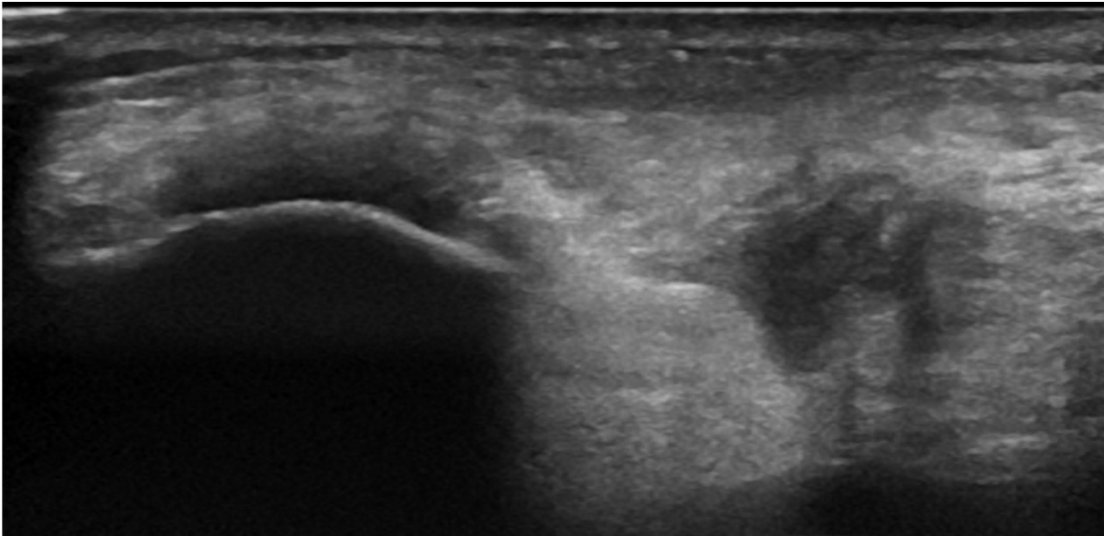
Solución de continuidad del tendón rotuliano en inserción proximal con un gap de 1cm y hematoma agudo interpuesto. A la derecha, radiografía del mismo paciente, con rótula alta como signo indirecto.
